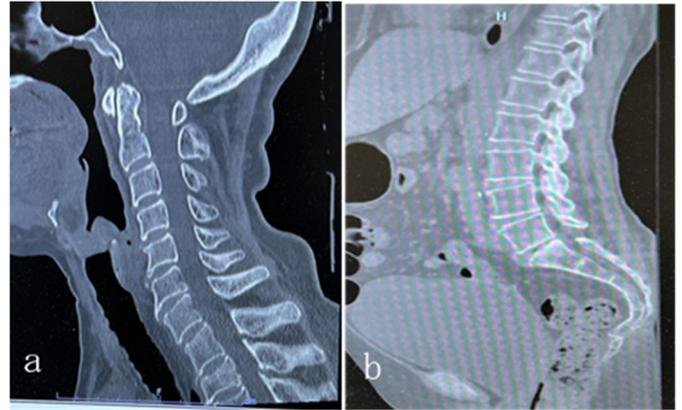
CT 画像:a(Th2 圧迫骨折),b(尾骨骨折)
